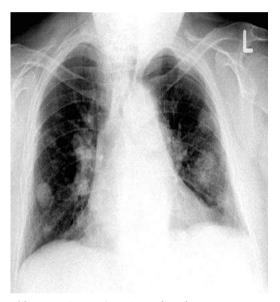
Röntgen-Thorax in p. a. [T579]
